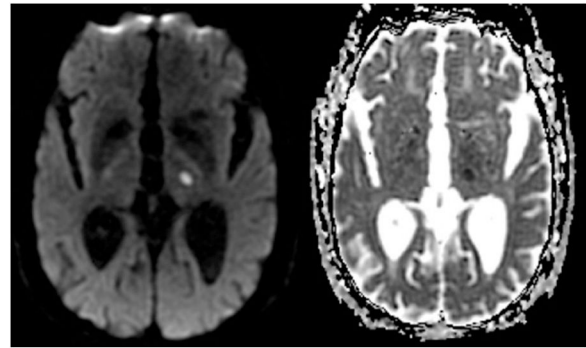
RM cerebral de nuestro paciente donde se puede apreciar una restricción en la difusión (a la izquierda, secuencia DWI) con hipointensidad correspondiente (a la derecha, secuencia ADC) en la localización que se presume para el núcleo dorsomedial del tálamo.
